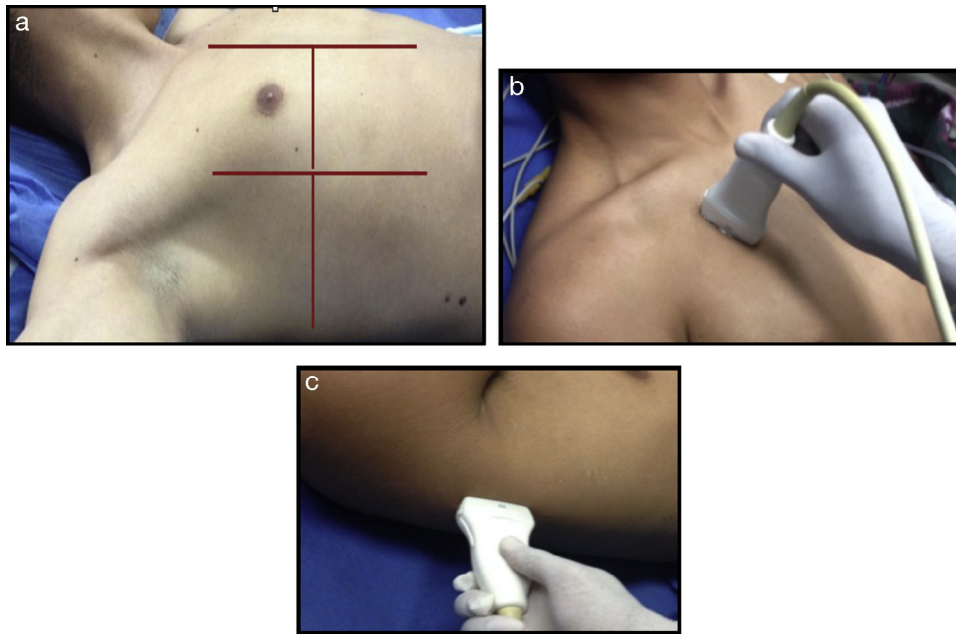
a) Examen ultrasonográfico pulmonar por regiones. International Liaison Committee on Lung Ultrasound (ILC-LUS) for the International Consensus Conference on Lung Ultrasound. b) y c) El transductor debe estar en posición perpendicular a las costillas como se ilustra, la proyección obtenida en b) suele recomendarse para evaluación de movimiento de pleuras y la c) es la ideal para identificación de líquido pleural.
